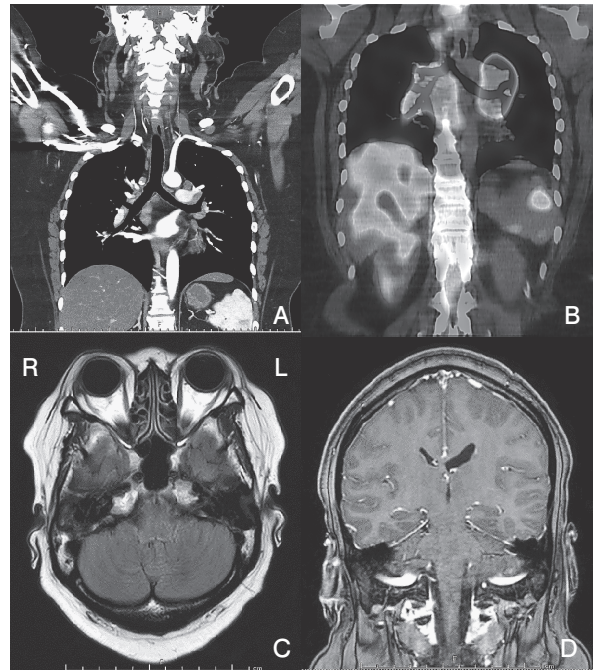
症例2 A：胸部造影CT，B：Ga シンチグラフィ，C：単純脳MRI 水平断，FLAIR 法，D：造影MRI 冠状断
